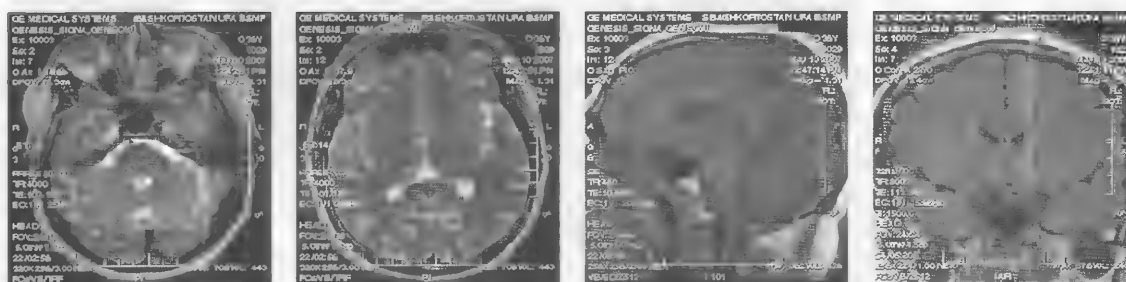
МРТ (T2-ВИ, T1-ВИ, FLAIR)
